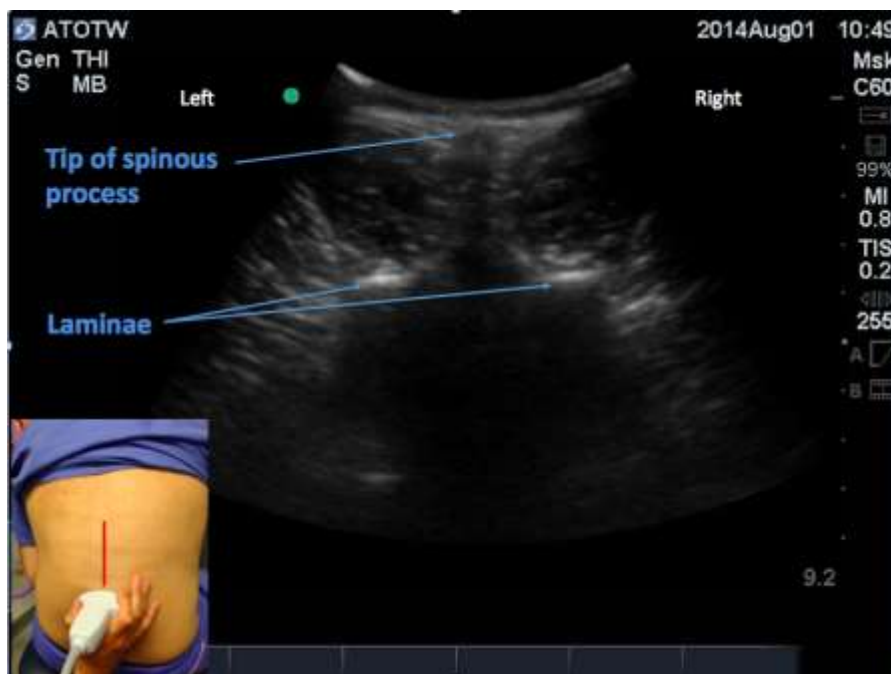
正中短轴扫描，探头位于棘突正上方的超声图像。
